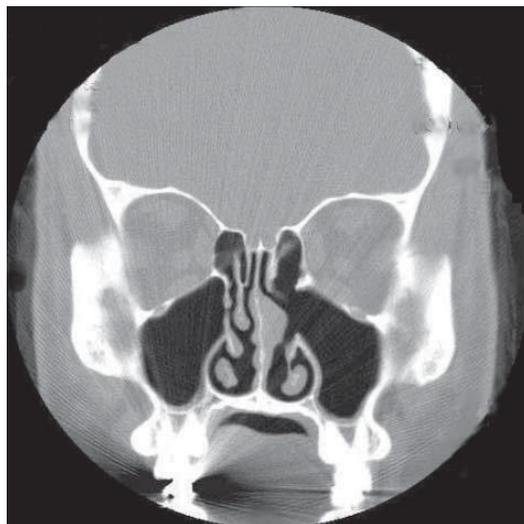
Imagem de TC onde se observa septo nasal implantado à esquerda com derme acelular, num doente com antecedentes de ressecção do corneto médio esquerdo[26].
